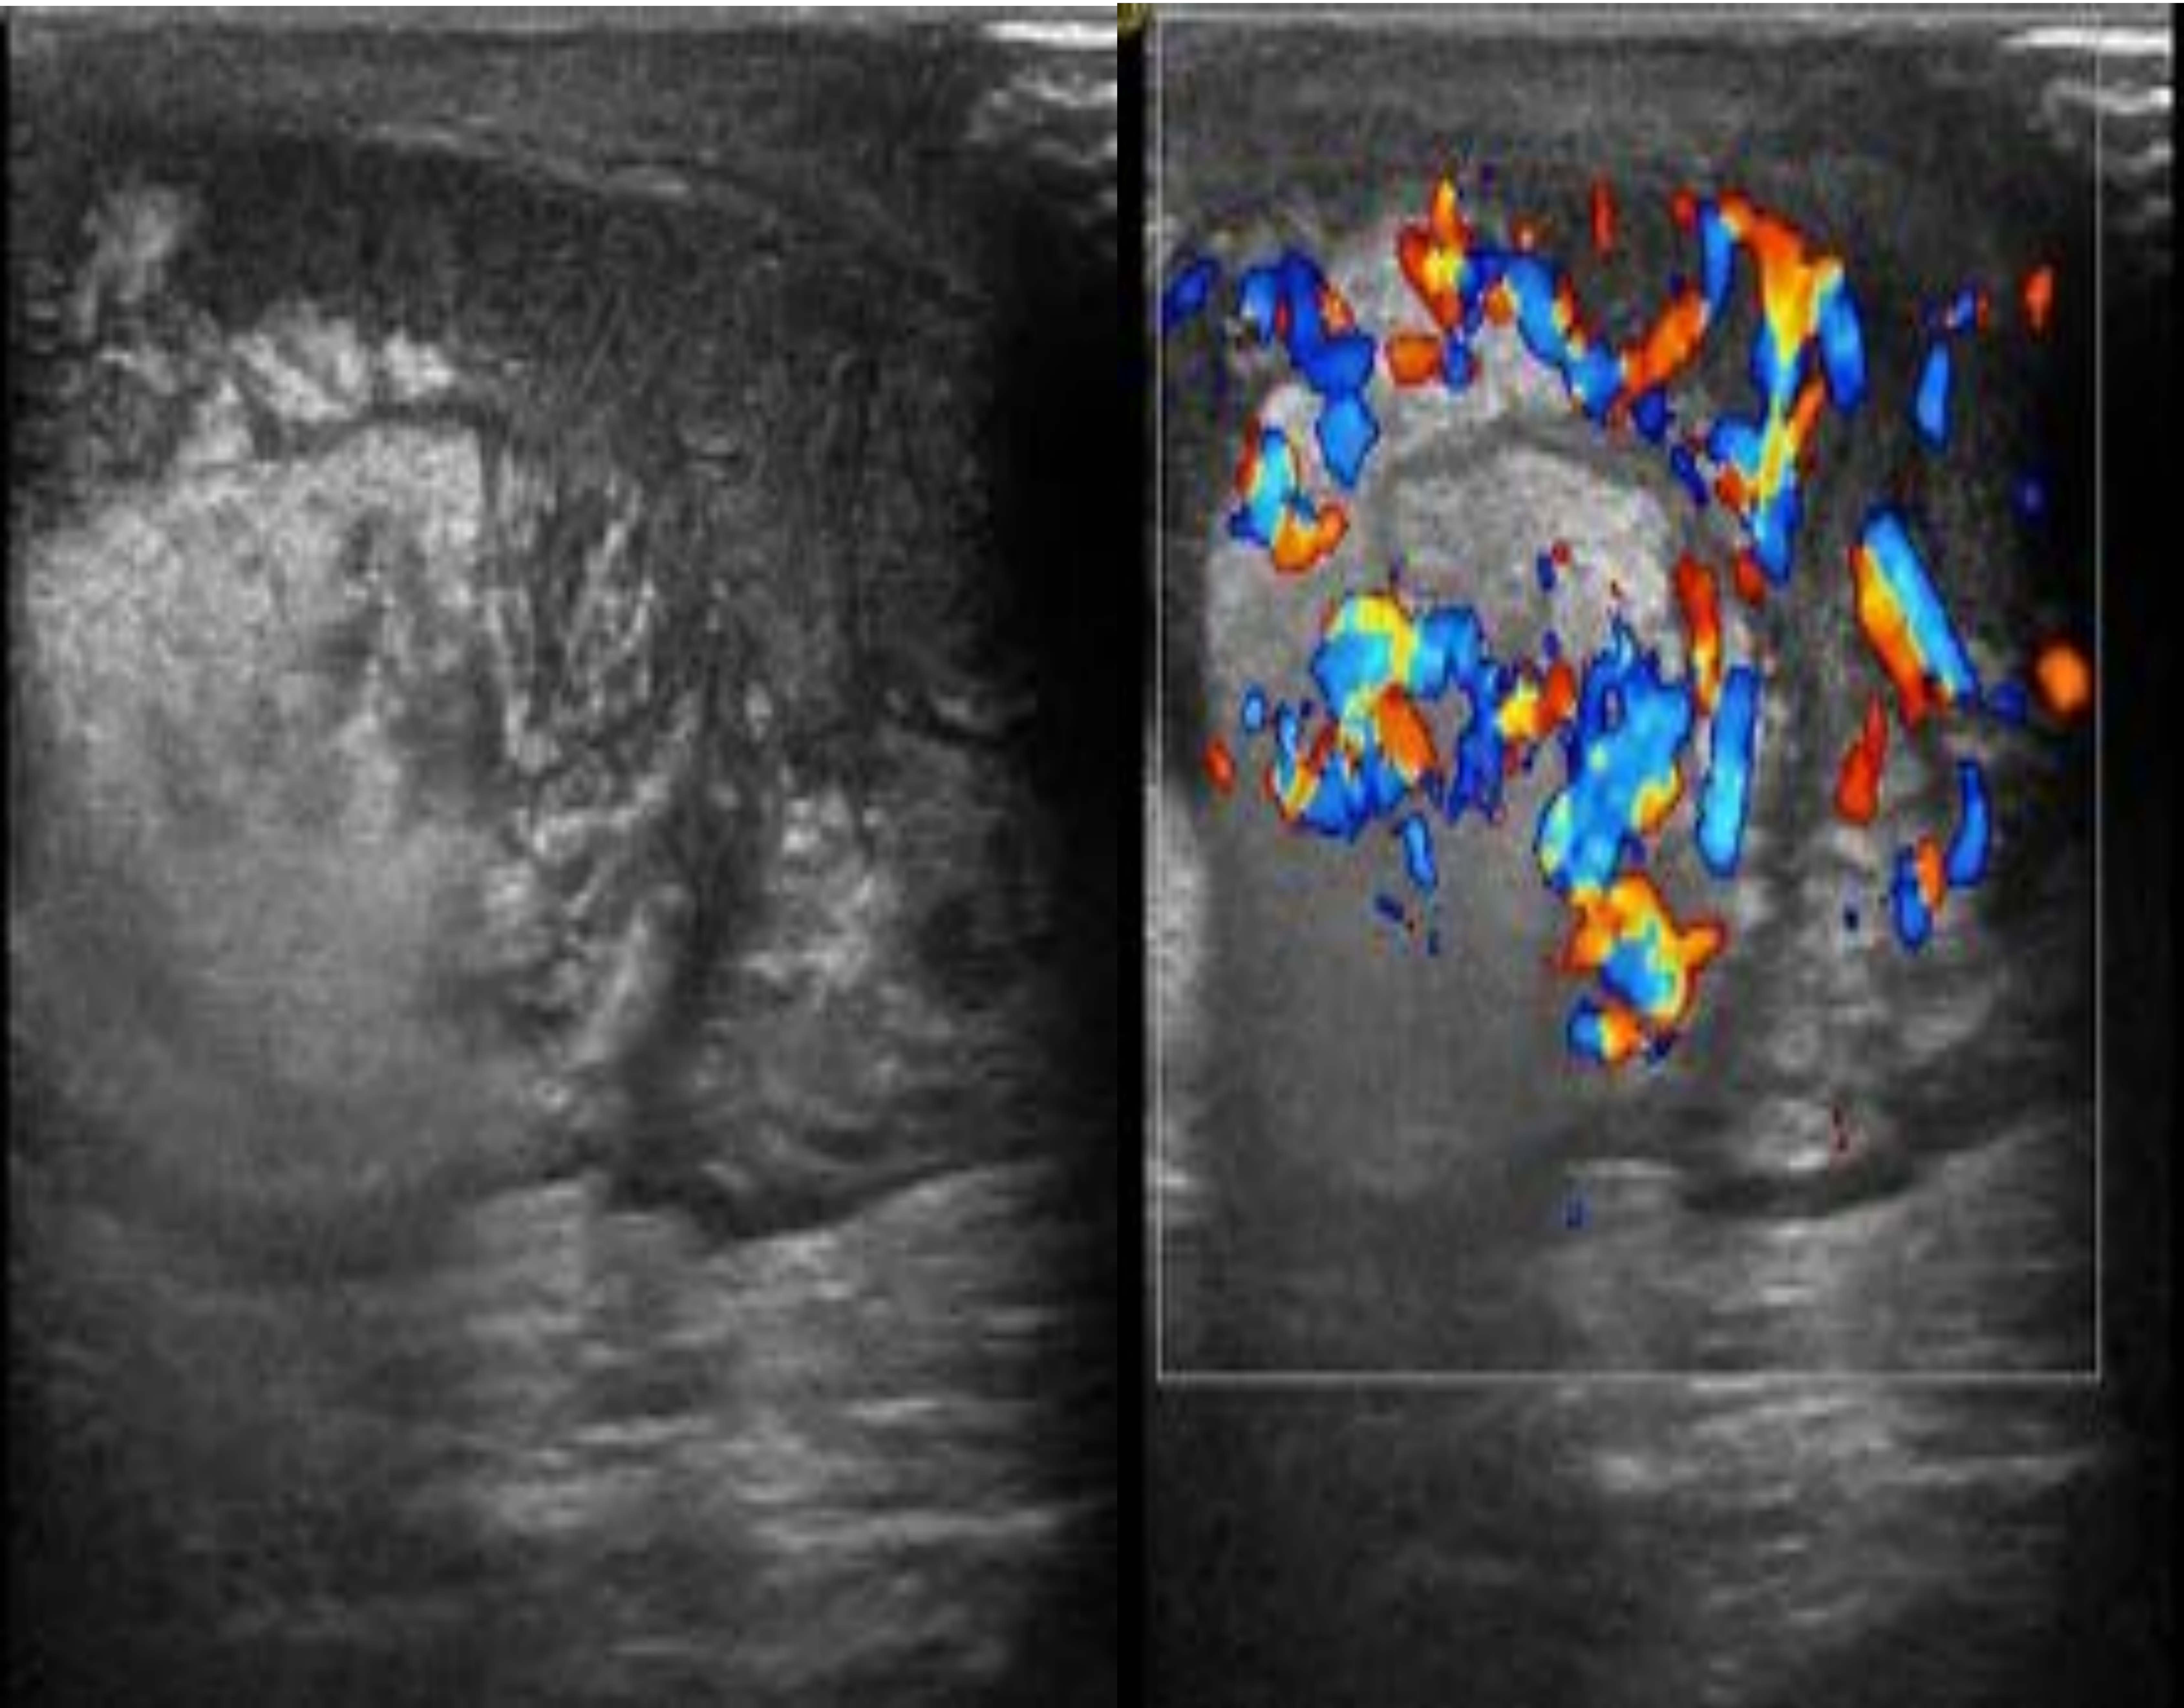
Funiculitis: El cordón espermático es prominente, con intenso flujo en modo Doppler y presenta una pequeña cantidad de líquido libre e hiperecogenicidad de la grasa adyacente, en un paciente con dolor inguinal.
